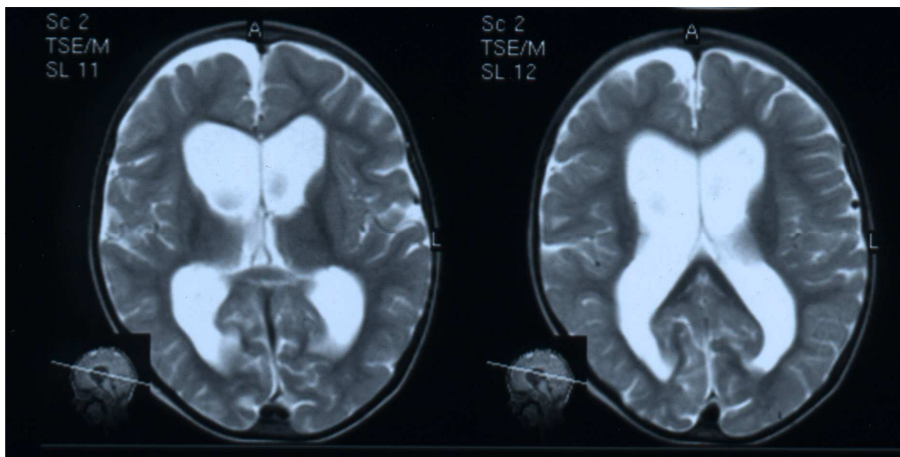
б) T_2 - взвешенная магнитно-резонансная томограмма больного Б., спустя 1 месяц после операции. Отсутствуют признаки прогрессирующей гидроцефалии (хорошо выраженные субарахноидальные пространства, отсутствует перивентрикулярный отек, нарастающая вентрикуломегалия)
